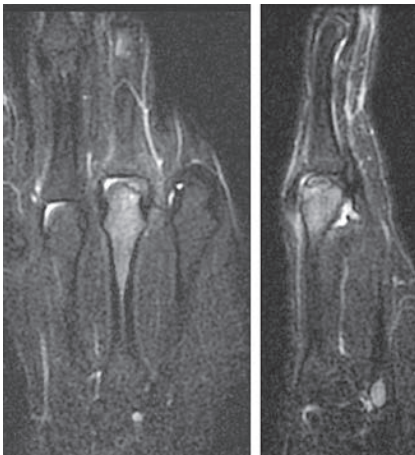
術前 MRI STIR 画像：骨頭の橈背側に骨欠損を認め、骨幹部に及ぶ髄内の輝度変化を認める
